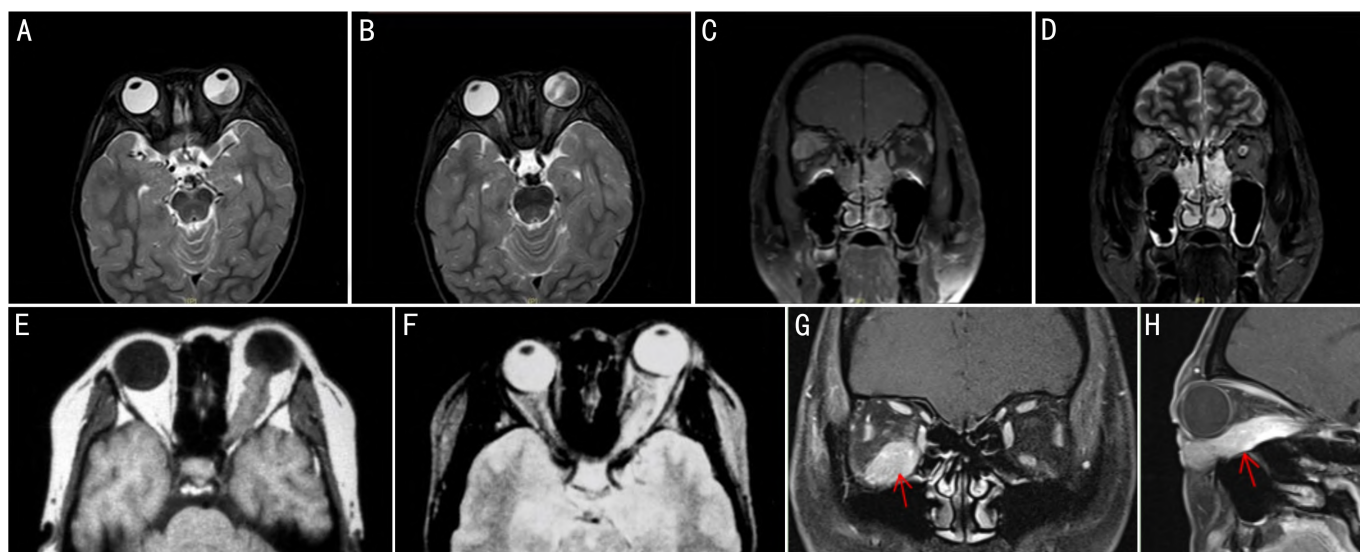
异常MRI图像 A、B:视网膜母细胞瘤MRI不同切面图像示左眼球稍突出,左眼球玻璃体偏外后下侧区见不规则团片异常信号影, T_2WI 呈混杂等、高信号,增强扫描不均匀强化,范围约 $18\text{ mm}\times 17\text{ mm}\times 13\text{ mm}$,未见明显球外浸润, T_2WI 视神经信号较对侧减低、边缘模糊;C、D:泪腺肿瘤MRI图像,图C为增强扫描示病灶中度强化,眼球向下方移位、突出,泪腺窝扩大,骨质结构未见明显破坏,图D为 T_2 加权扫描示右侧眼眶外上象限肌锥外泪腺窝内可见一分叶形占位性病变,范围约 $23\text{ mm}\times 34\text{ mm}$, T_2WI 为高信号;E、F:脑膜瘤MRI图像,图E为 T_1 加权扫描示左眼视神经增粗,图F为 T_2 加权扫描示高信号;G、H:炎性假瘤MRI示右下直肌明显增粗肿胀,活动期 T_2 呈高信号,累及肌腱附着点(箭头)。
